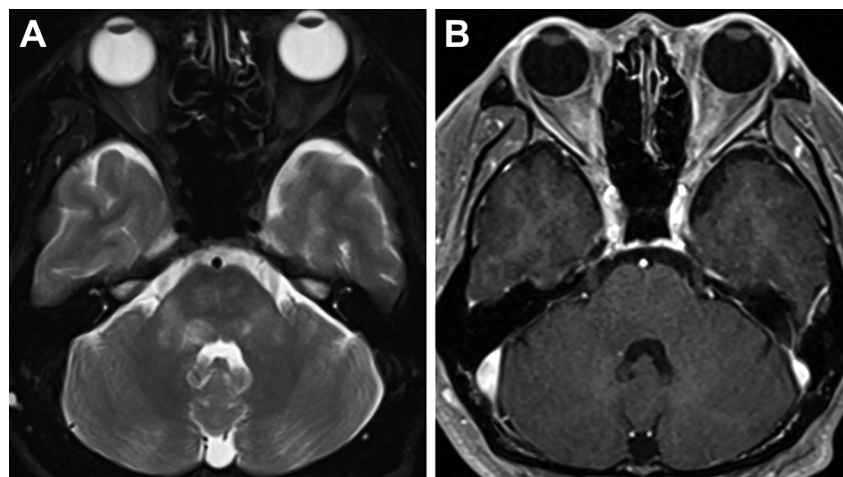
Brain MRI after the first intravenous methylprednisolone (IVMP) therapy. T₂-weighted images (1.5 T) showed residual high-intensity lesions (A). Gadolinium-enhanced T₁-weighted images (1.5 T) revealed apparent improvement of enhancing lesions (B).
